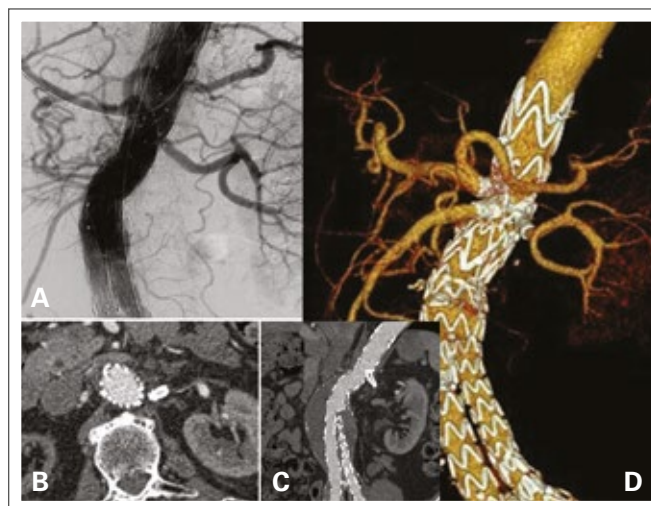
Die abschließende Angiographie bestätigte den Ausschluss des Endoleaks sowie die erfolgreiche Versorgung der viszeralen Zielgefäße (A). Ein postinterventioneller CT-Scan (axiale Orientierung und gekrümmte multiplanare Rekonstruktion) vor der Entlassung bestätigte den Ausschluss des Endoleaks vom Typ Ia (B, C). Eine 3D-Rekonstruktion mittels CT-Scan bestätigte die korrekte Position der Verbindungsstentgrafts (D).
